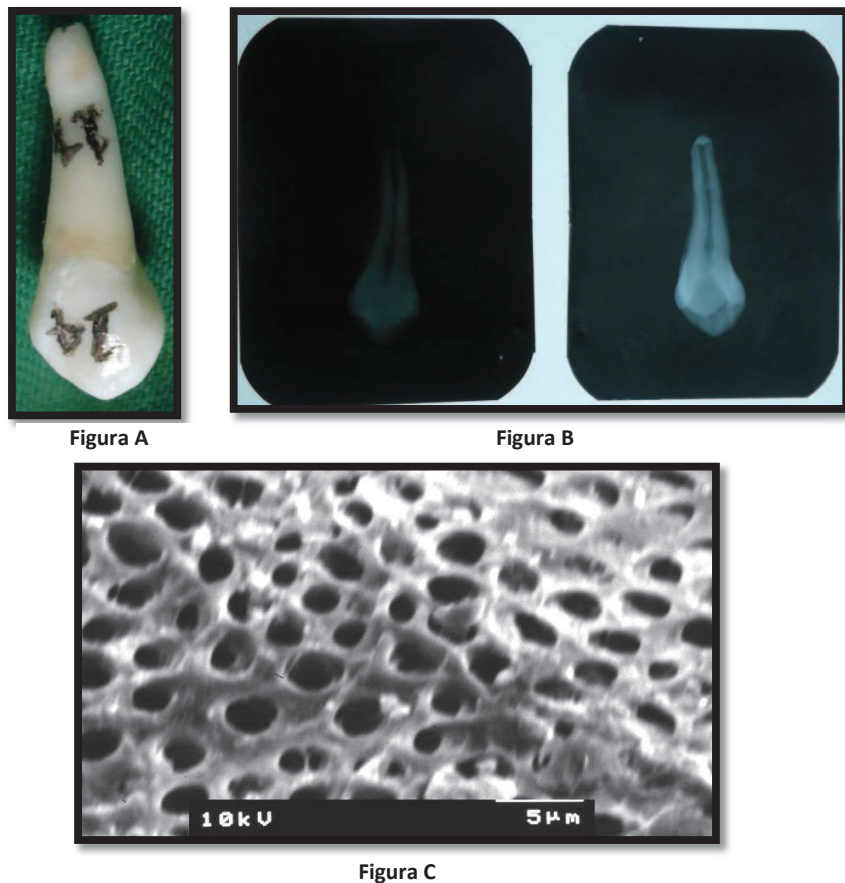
Muestra Irrigada con Hipoclorito de Sodio al 5.25% A) Primer Premolar Superior Derecho B) Radiografía Periapical antes y después de la Preparación del Conducto Radicular C) Microfotografía (2000x) Microorganismos presentes en Túbulo Dentinarios escasa presencia de *E. faecalis* un 5%.
